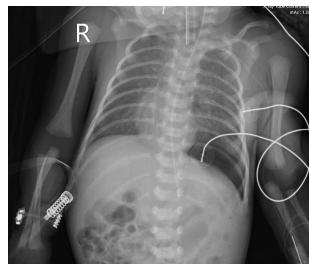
Gêmeo 1 - Radiografia torácica após cirurgia.
